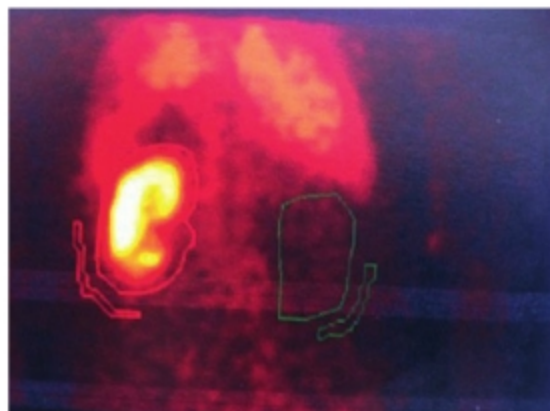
e14. Rein muet sur une scintigraphie rénale.
